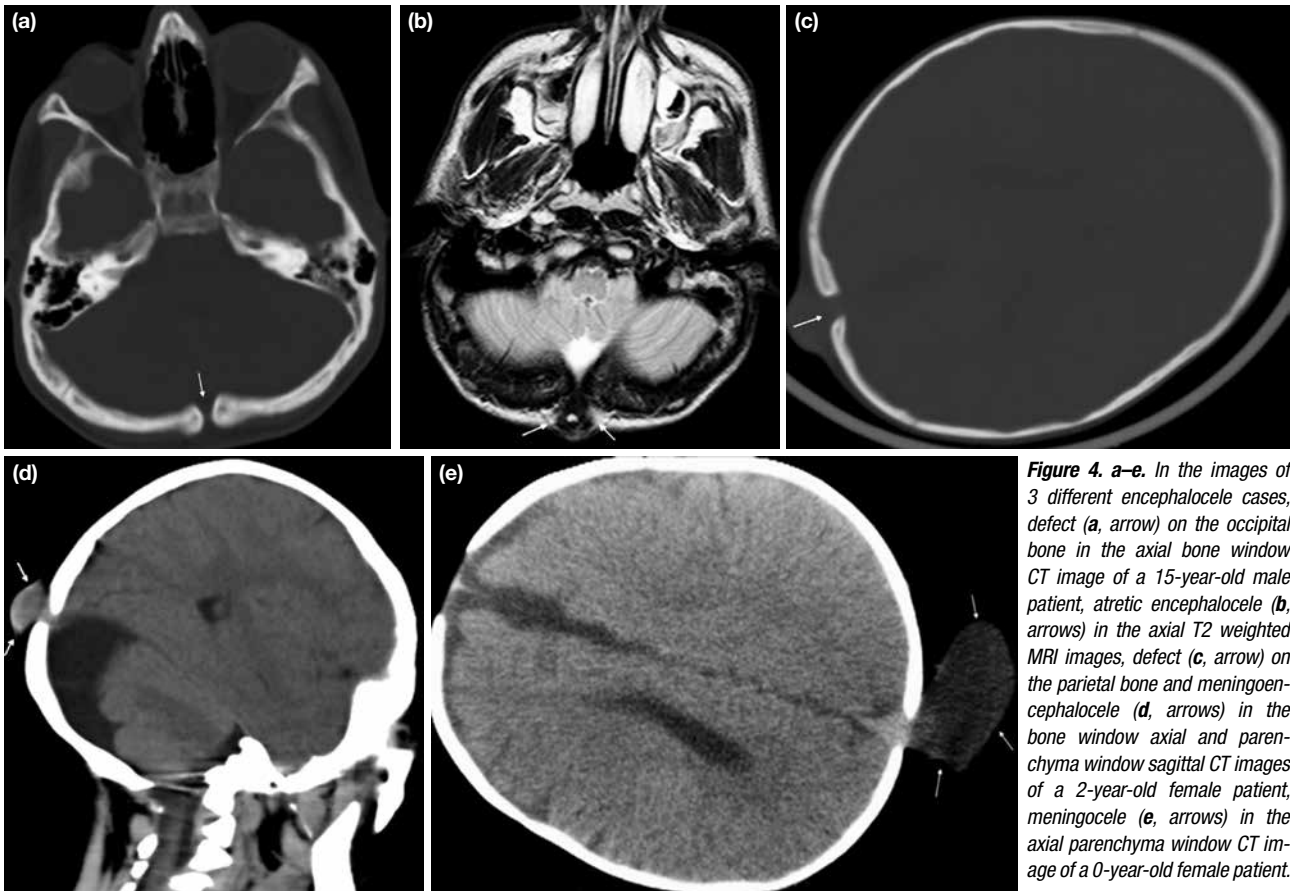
a–e. In the images of 3 different encephalocele cases, defect (a, arrow) on the occipital bone in the axial bone window CT image of a 15-year-old male patient, atretic encephalocele (b, arrows) in the axial T2 weighted MRI images, defect (c, arrow) on the parietal bone and meningoencephalocele (d, arrows) in the bone window axial and parenchyma window sagittal CT images of a 2-year-old female patient, meningocele (e, arrows) in the axial parenchyma window CT image of a 0-year-old female patient.
